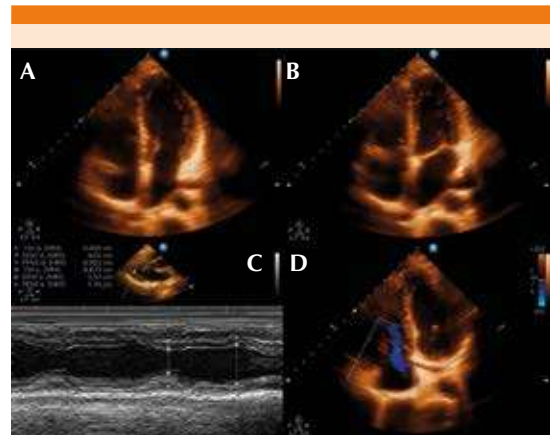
Ecocardiograma transtorácico: vista de 4 cámaras en diástole (A) y en sístole (B) que muestra un ventrículo izquierdo no dilatado, con FEVI 51%, sin alteraciones en la movilidad global o segmentarias en reposo, sin trombos intracavitarios. Modo M que corrobora tales aseveraciones (C). Doppler a nivel de la válvula tricúspide que muestra insuficiencia leve (D).
